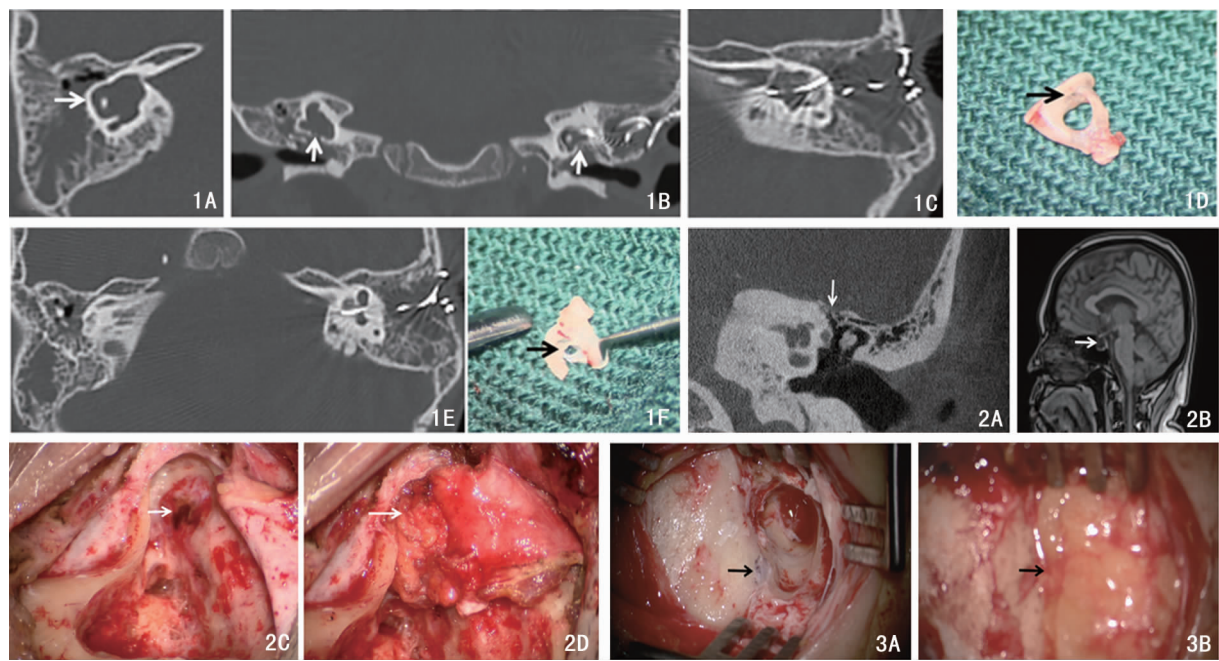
典型病例 1 图片 1A:白色箭头示右侧畸形内耳(共同腔畸形); 1B:白色箭头示双侧漏口所在部位,位于镫骨周围; 1C:左侧畸形内耳(共同腔畸形),可见植入的人工耳蜗电极; 1D:黑色箭头示右侧镫骨足板漏点; 1E:双侧中耳乳突腔均可见软组织密度影(漏出的脑脊液); 1F:黑色箭头示左侧镫骨足板漏点 图 2 典型病例 2 图片 2A:冠状位颞骨 CT(左耳),白色箭头示鼓室天盖缺损处; 2B:白色箭头示意部分空蝶鞍; 2C:白色箭头示术中所见的缺损部位; 2D:白色箭头示术中使用带蒂颞肌肌骨膜瓣修补缺损后 图 3 典型病例 3 图片 3A:黑色箭头示漏口,位于右侧外耳道口后上方; 3B:黑色箭头示脂肪填塞乳突术腔后
